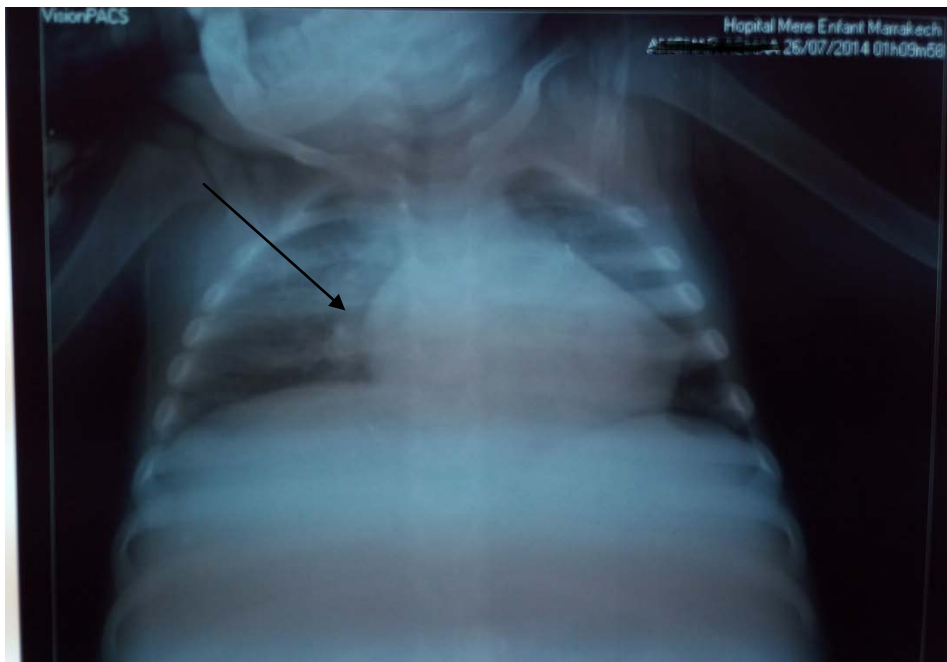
Radiographie thoracique de face montrant des nodules pulmonaires.
